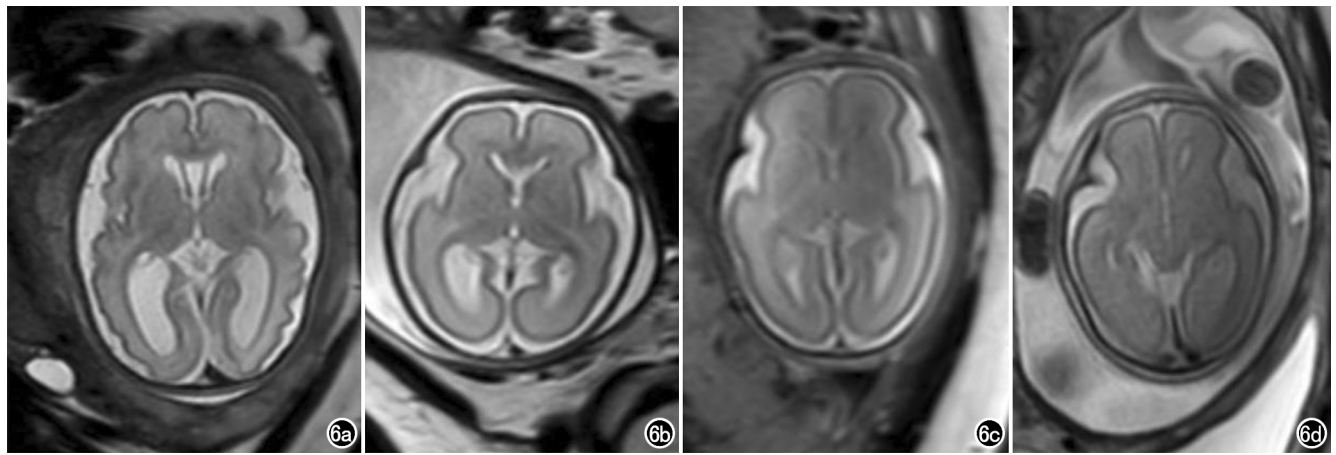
胎儿头部 MRI 影像质量评分示例。a) 胎儿头颅影像清晰, 噪声小, 无运动伪影, 计 4 分; b) 胎儿头颅影像清晰, 噪声小, 部分层面有运动伪影, 计 3 分; c) 胎儿头颅影像欠清晰, 部分序列噪声大, 无运动伪影, 计 2 分; d) 胎儿头颅影像不清晰, 部分序列噪声大且有运动伪影, 计 1 分。
